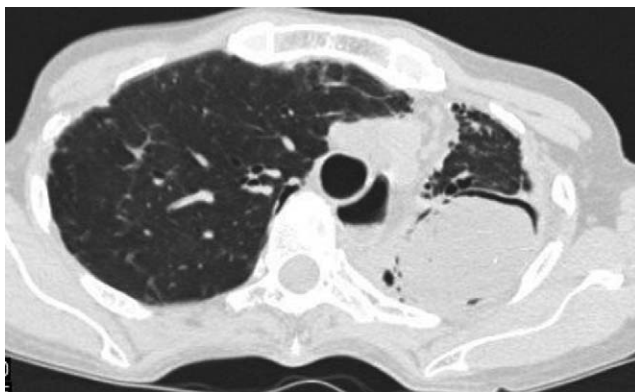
Coupe scannographique montrant une rétraction du poumon gauche et une image en grelot caractéristique d'un aspergillome pulmonaire / *Computed tomography (CT) showing a retraction of the left lung and an image in bell characteristic of a pulmonary aspergilloma*
